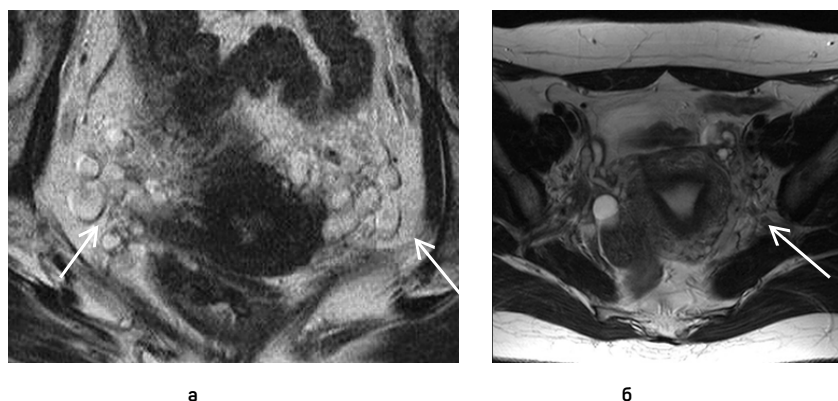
МРТ при варикозном расширении вен тазового сплетения а — МРТ изображения (корональная плоскость), визуализируются извитые, расширенные параметрально тазовые вены (белые стрелки) б — аксиальные изображения МРТ, определяются варикозно расширенные вены тазового сплетения слева (белая стрелка)
